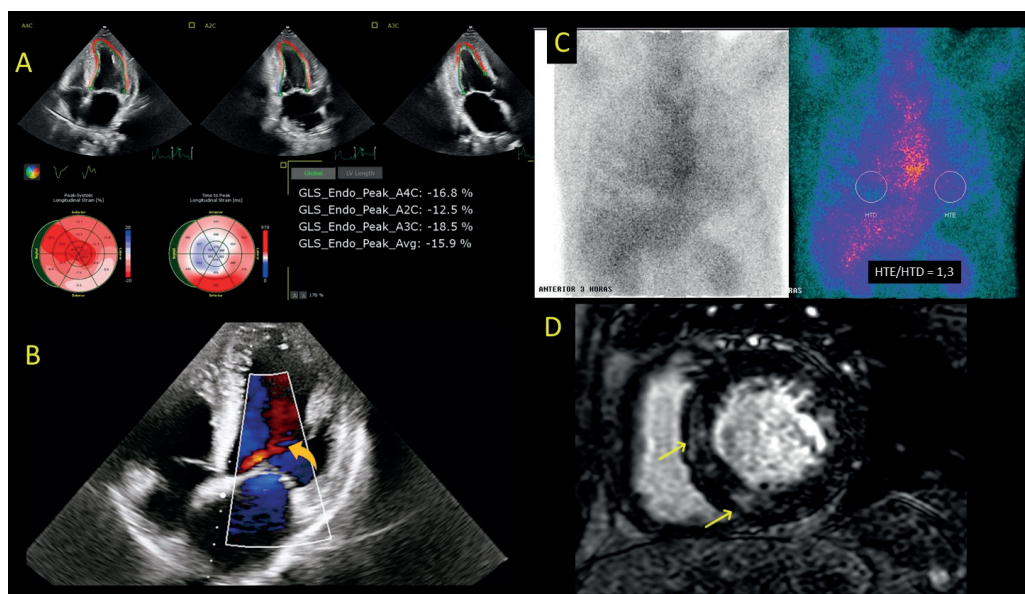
(2A): Ecocardiograma apresentando strain longitudinal global (SLG) de 15,9% com padrão de sparring apical. (2B): Ecocardiograma (visão de 5 câmaras) com doppler colorido mostrando RA (seta laranja). (2C): Tomografia computadorizada por emissão de fóton único cardíaco com tecnécio-pirofosfato (Tc-PYP SPECT) revelando captação cardíaca igual à captação óssea contralateral (escala visual de grau 2) e análise quantitativa com razão de captação do coração para o pulmão contralateral (H/CL) de 1,3 na terceira hora. (2D): Imagem por RM cardíaca revelando áreas levemente irregulares e difusas de realce tardio por gadolínio dentro dos segmentos basal e médio do VE (setas amarelas).
